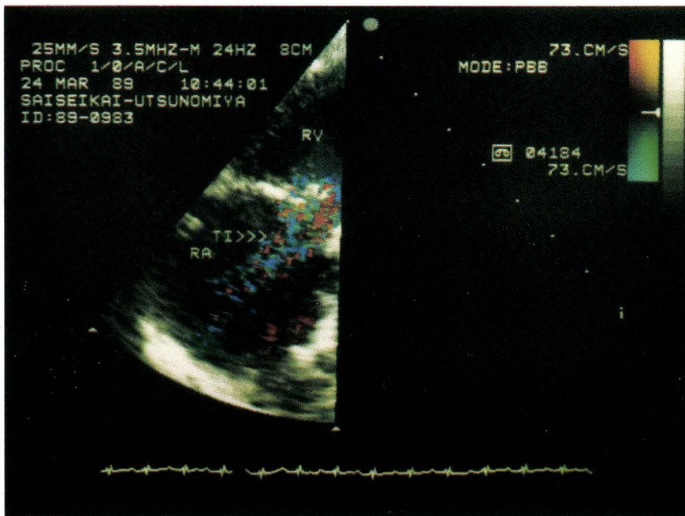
カラードップラーエコー図(4-chamber view). 5カ月間 amphotericin B を投与したところ再び発熱し三尖弁閉鎖不全を生じた。
